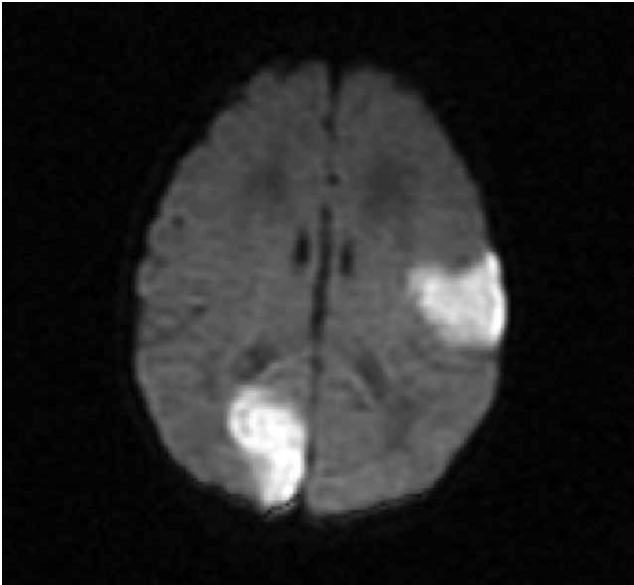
RMN con difusión: afectación córtico-subcortical parietal D y temporoparietal I.
